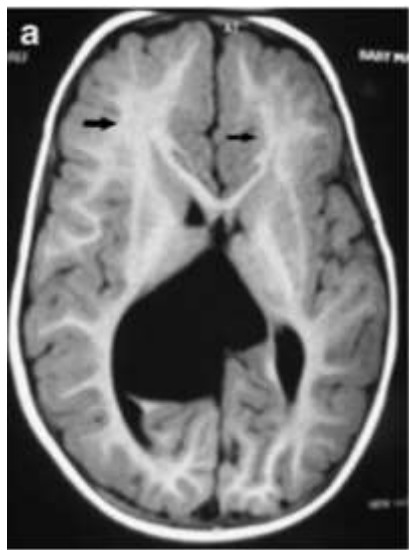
RMN în T1 corn occipital lărgit și corp calos absent, hipomielinizare a fibrelor subcorticale după Nadkarni et col. [201].
